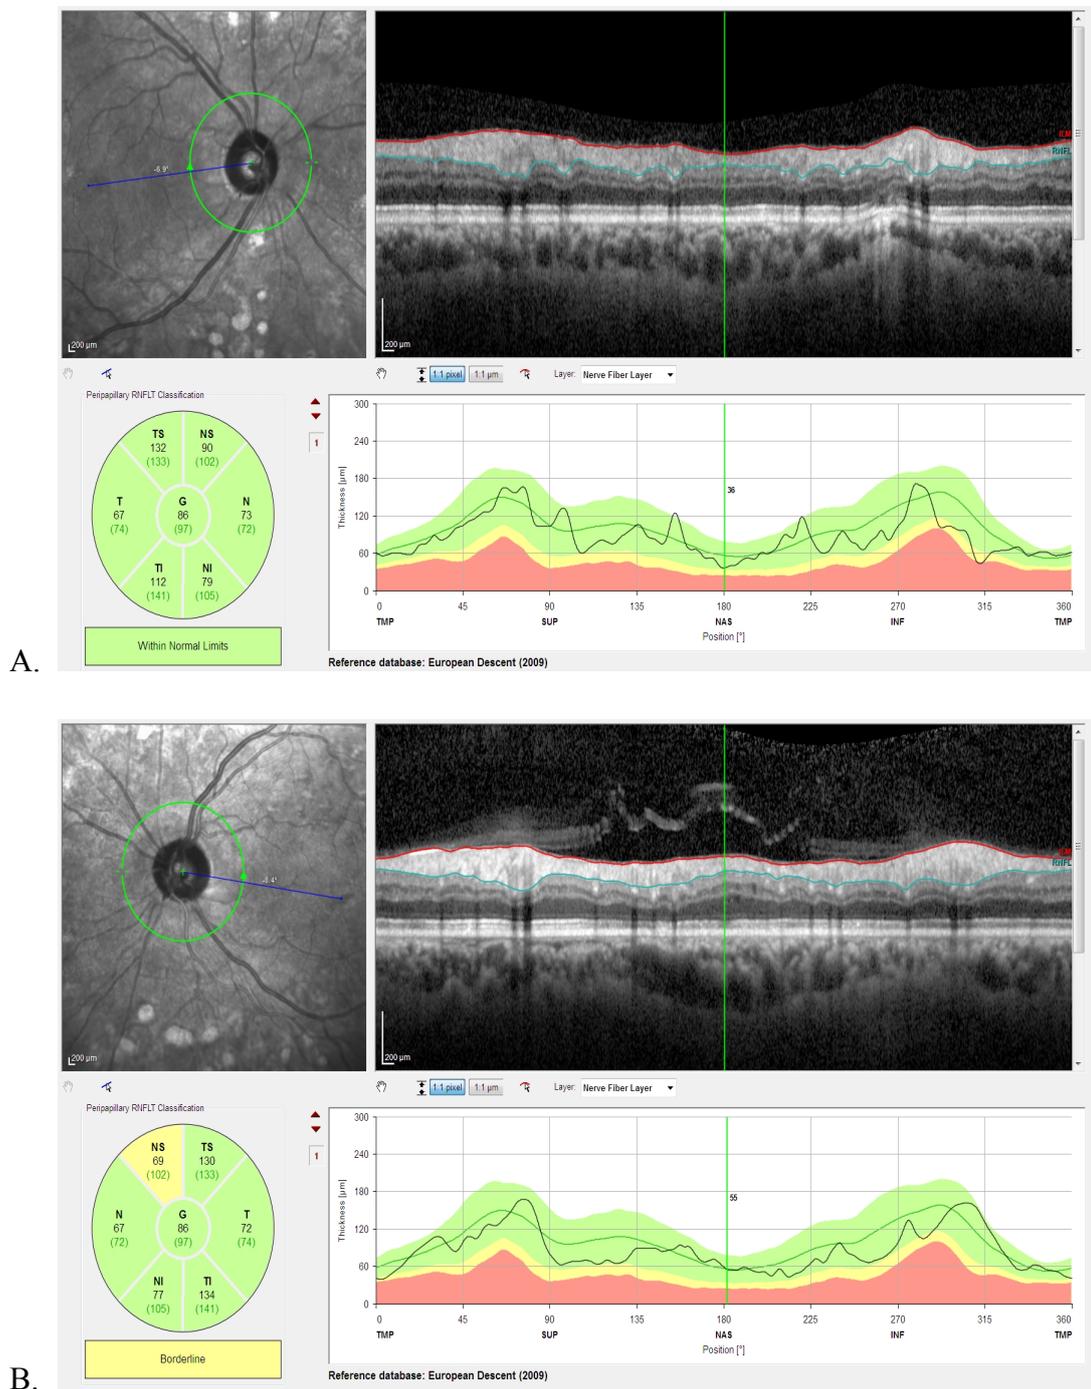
Tomografía de coherencia óptica (OCT) del 25 Febrero 2021 de A) OD con normalidad y B) OI con adelgazamiento del sector nasal.
